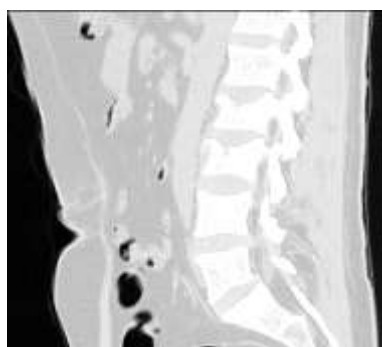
Сагиттальный срез КТ поясничного отдела позвоночника после применения свёртки с ядром k_2
